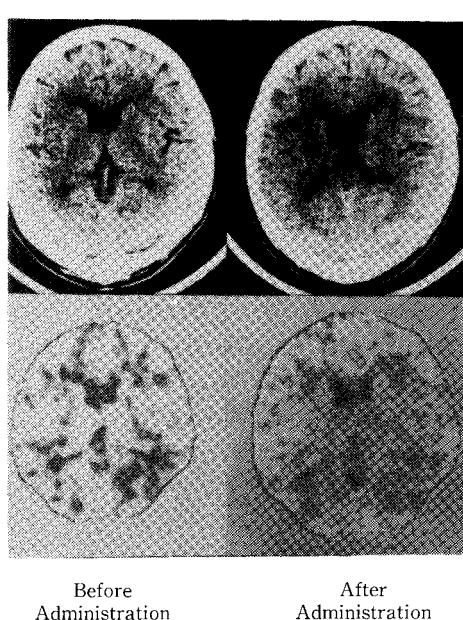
Case 2. 68 year-old man with a complaint of dizziness. No neurological deficits. Multiple cerebral infarctions are noted on a CT scan (Upper). Cerebral blood flow, reduced on both sides, increased after administration of the drug (Lower). The dizziness disappeared.
